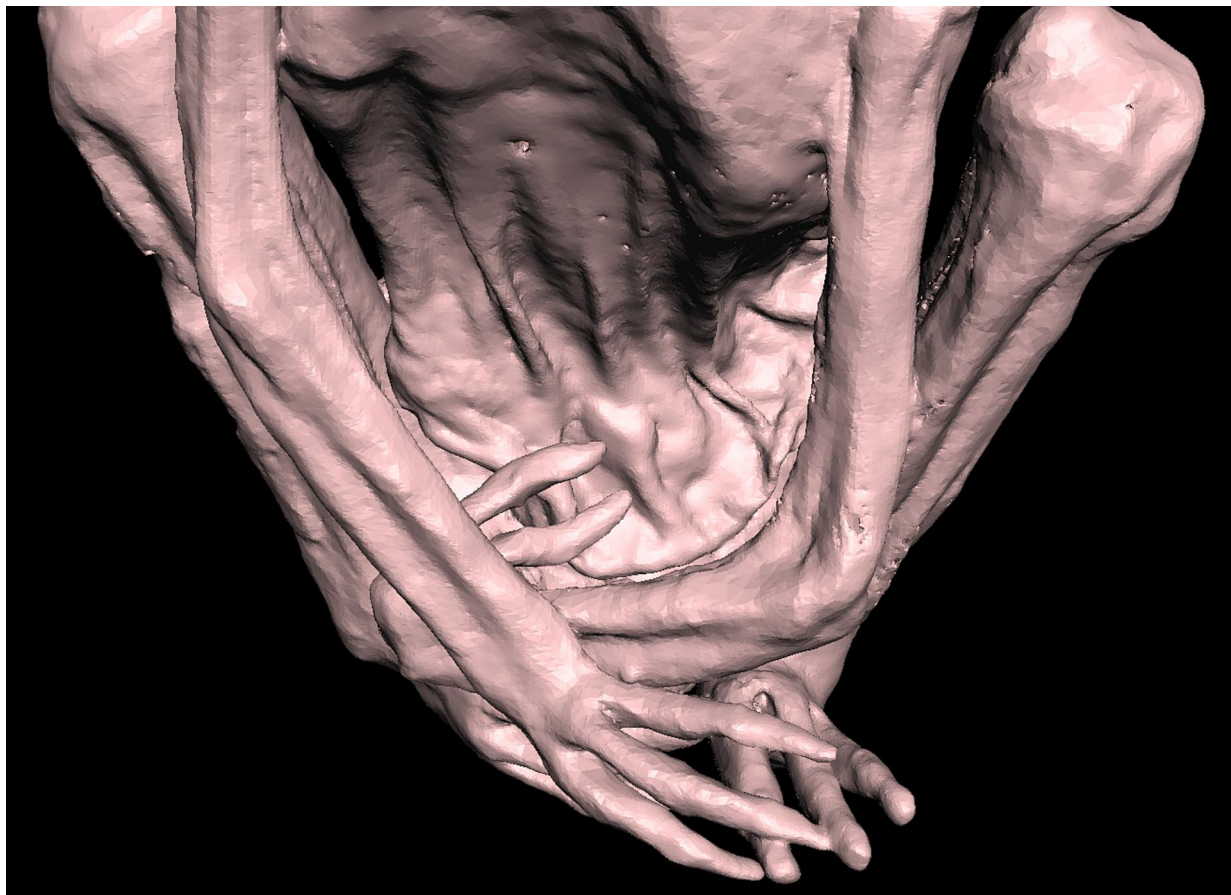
Tomografía computarizada en 3D que muestra un pliegue abdominal mediano prominente y la ausencia de ombligo.
